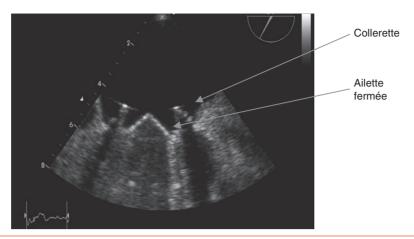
Aspect normal d'une prothèse mécanique mitrale à double ailettes en échographie transœsophagienne.
